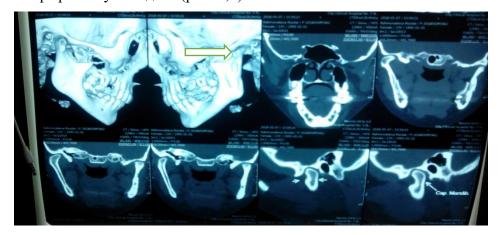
КТ – нижней челюсти (стрелками указано патологический очаг ВНЧС) Picture 1. СТ - lower jaw (arrows indicate pathological focus of temporomandibular joint)
